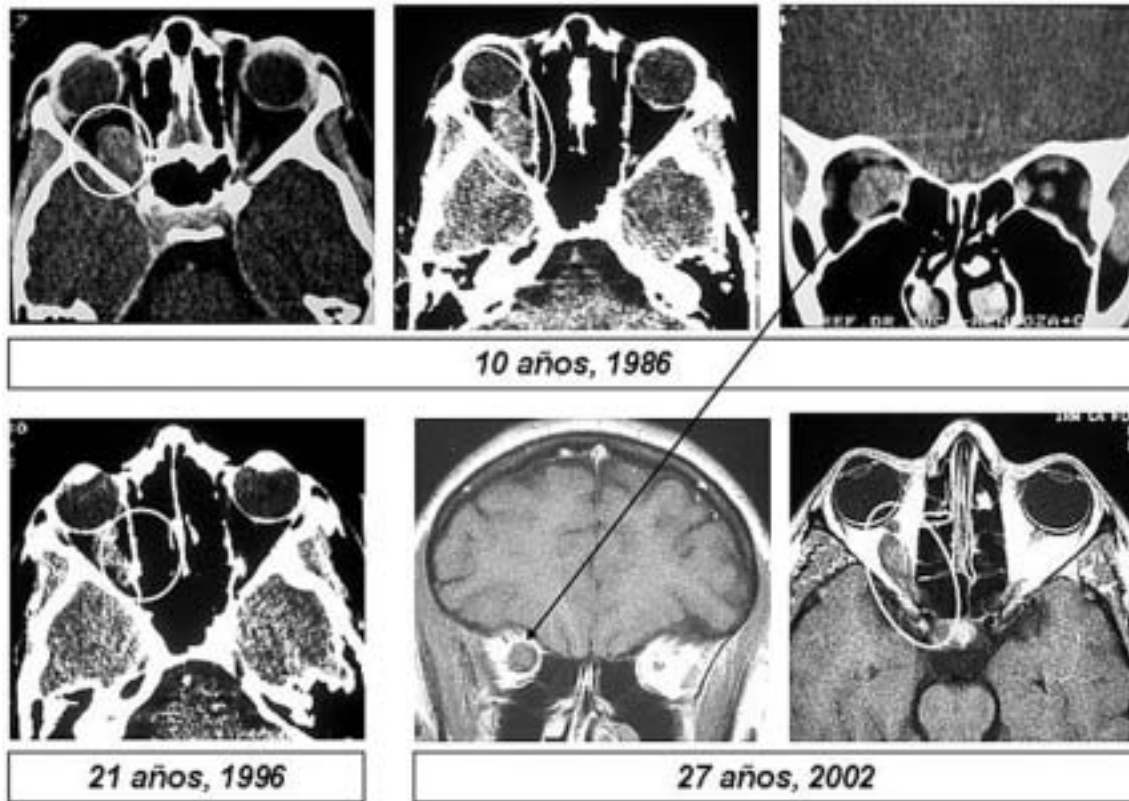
Paciente 2. Panel superior. A la edad de 10 años tomografía computarizada en proyecciones axial y coronal apreciándose el glioma en la órbita derecha. Panel inferior izquierdo. Tomografía computarizada a los 21 años con reducción del tumor. Panel inferior derecho RMC en proyección coronal y axial y para comparación flecha sobre ambas proyecciones coronales.
